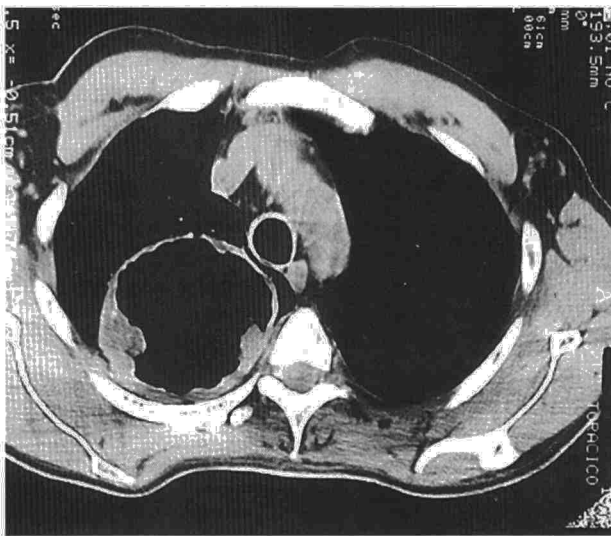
TC torácica con imagen cavitada de 9 cm de diámetro en el vértice superior derecho pulmonar, sin contenido y con paredes engrosadas, filiada como carcinoma de células grandes tras lobectomía superior derecha.
